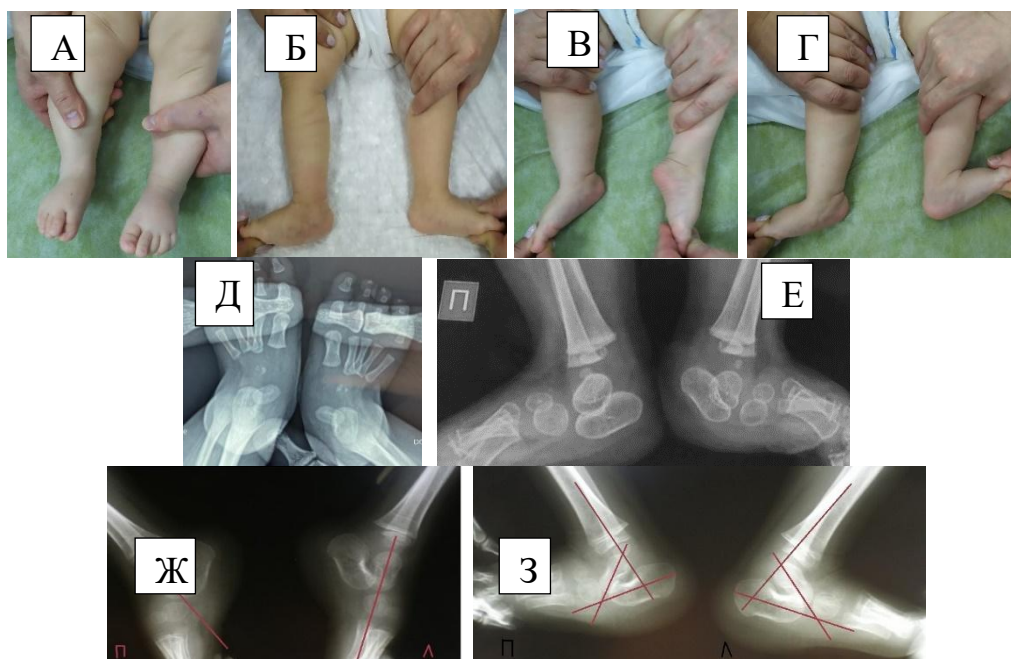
Фото и рентгенограммы стоп ребенка – положения на рентгенографии. А, Д – прямая проекция; Б, Е – боковая: нейтральная позиция; В, Ж – боковая: с подошвенной флексией; Г, З – боковая: с максимальной тыльной флексией
